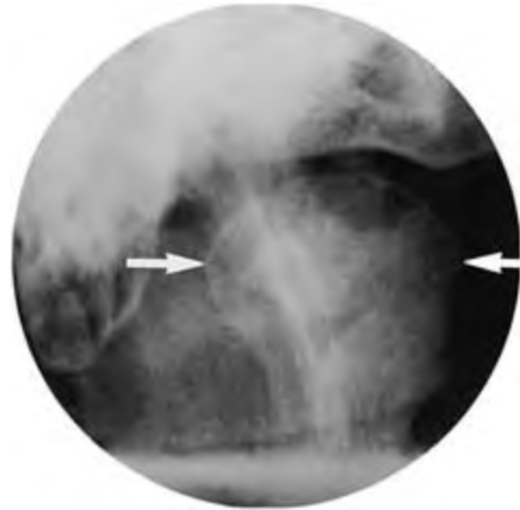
Radiografía transmaxilar de la ATM, tomada de: Peter M. Som y Hugh D. Curtin, Head and neck imaging, 2011.
